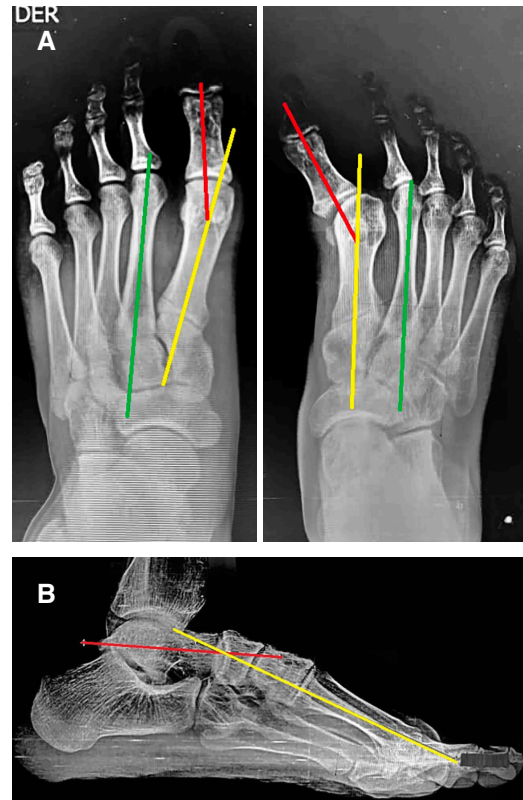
A) Radiografía de pies con apoyo en proyección anteroposterior. Rectificación de la relación primer metatarso-cuneana, subluxación de articulación metatarsofalángica del *hallux*. Medición del ángulo intermetatarsiano derecho 8°, izquierdo 0° y ángulo metatarsofalángico derecho 17°, izquierdo -35°. B) Radiografía de pie izquierdo con apoyo en proyección lateral. Medición del ángulo de Meary 21°.
